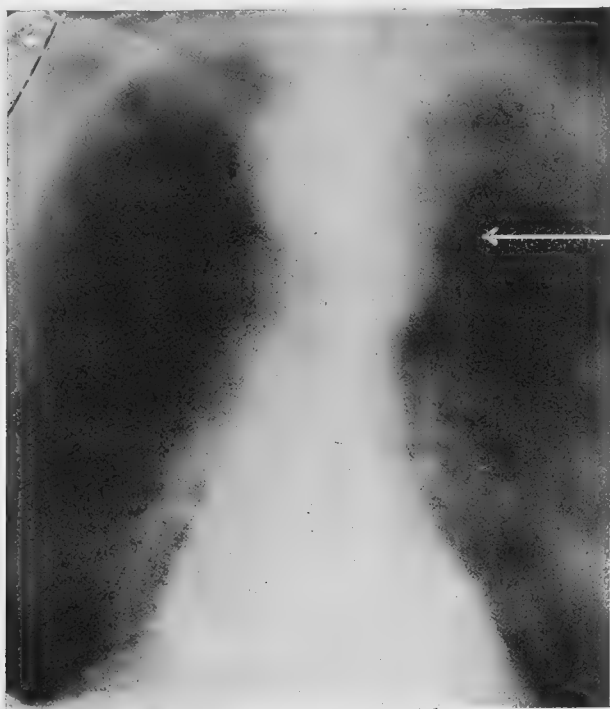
Radiographie de face montrant l'ombre de la tumeur médiastinale au-dessus et en avant de la crosse aortique.
